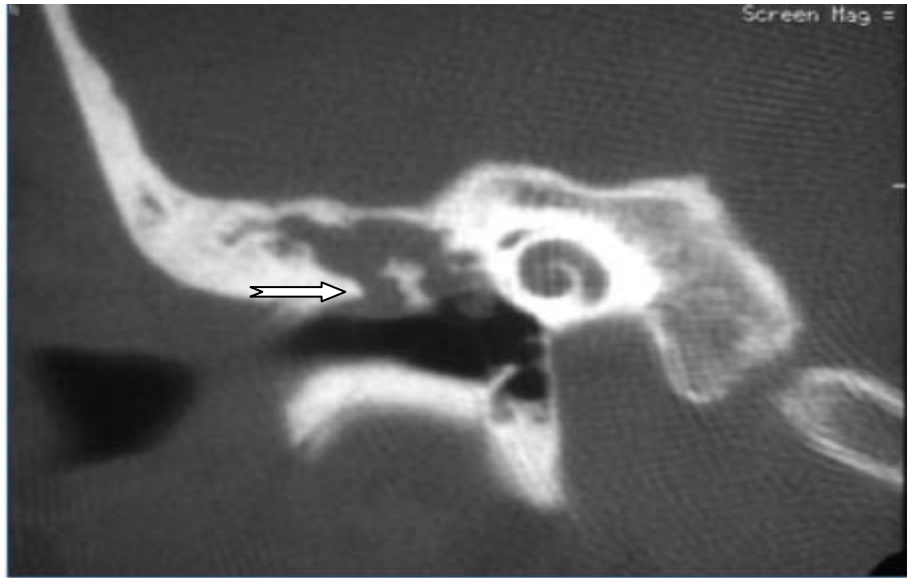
A : Cholestéatome attical avec ostéolyse du mur de la logette : Coupe TDM coronale : masse tissulaire attical avec ostéolyse du bord inférieur du mur de la logette (Iconographie service d'ORL de l'hôpital militaire Avicenne de Marrakech).
